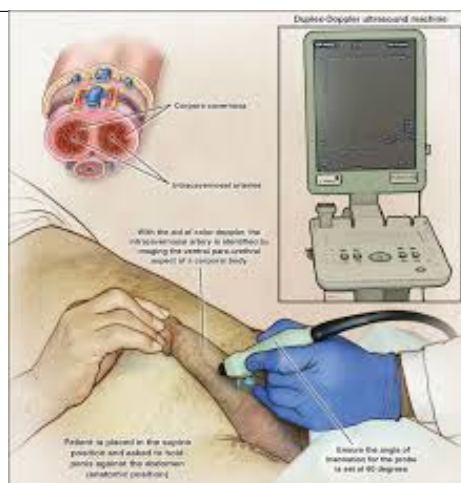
Color Duplex Doppler Ultrasound (CDDU)
